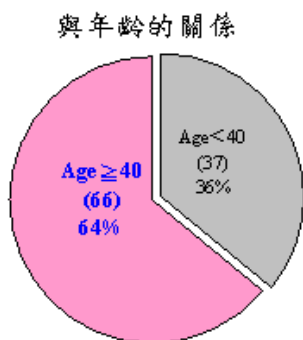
資料集 B 中使用 CT 檢查的 103 個案例年齡分佈
